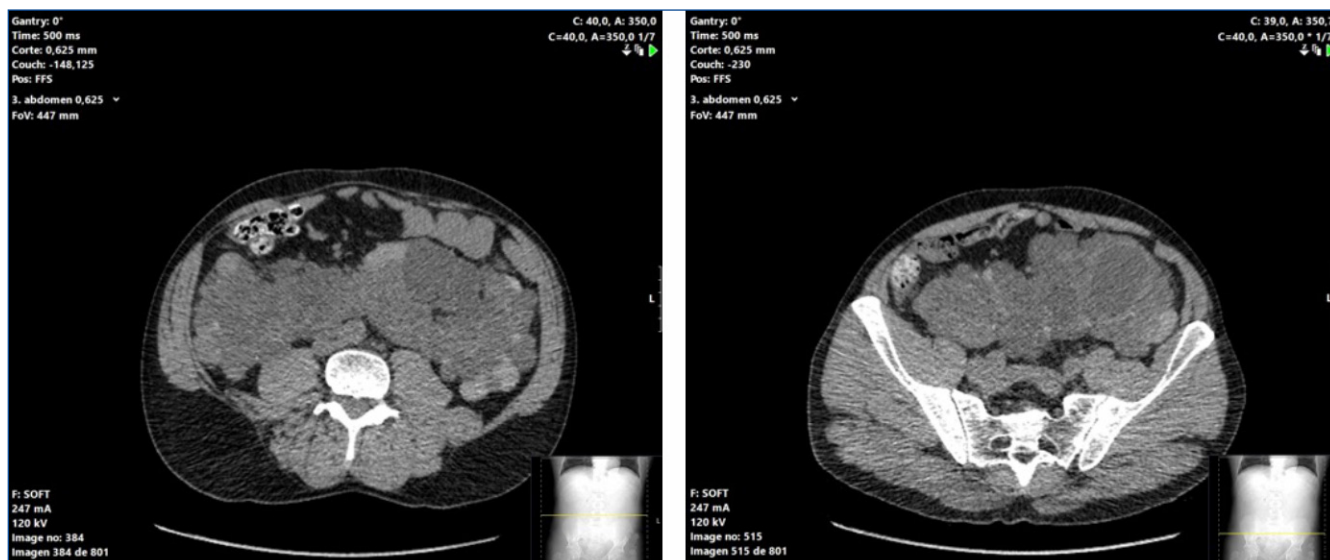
Cortes sagitales de tomografía axial computarizada donde se observa la posición anormalmente baja del riñón en herradura (v. línea de topograma en la esquina inferior derecha).
